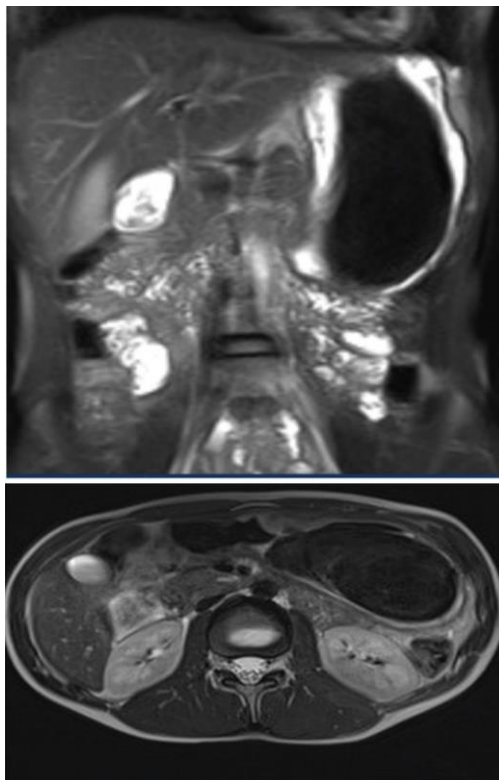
IRM abdominale montrant une structure de 15,5 cm couvrant plus de la moitié de la cavité gastrique(81)
